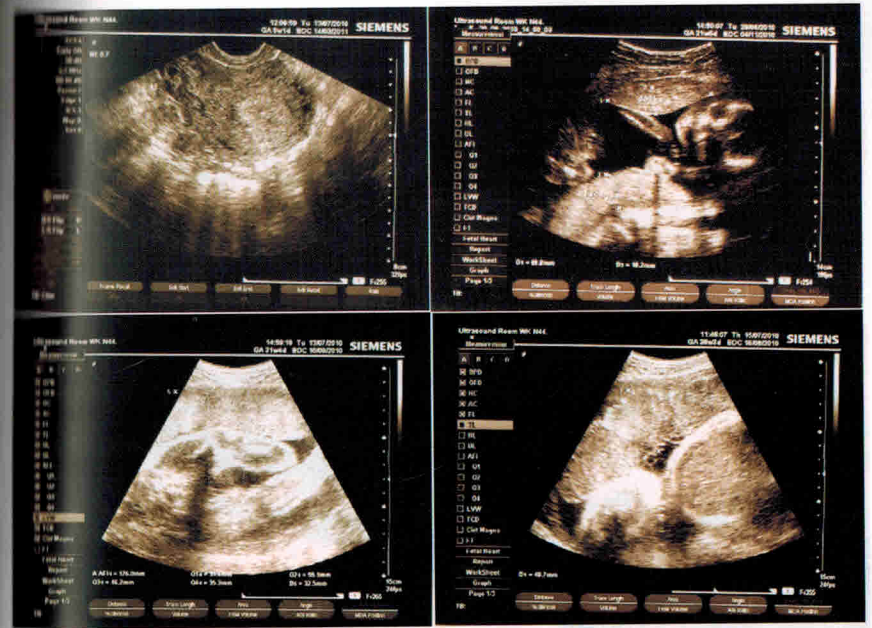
УЗИ-изображение плаценты I, II и III триместра беременности (комбинированный снимок)
